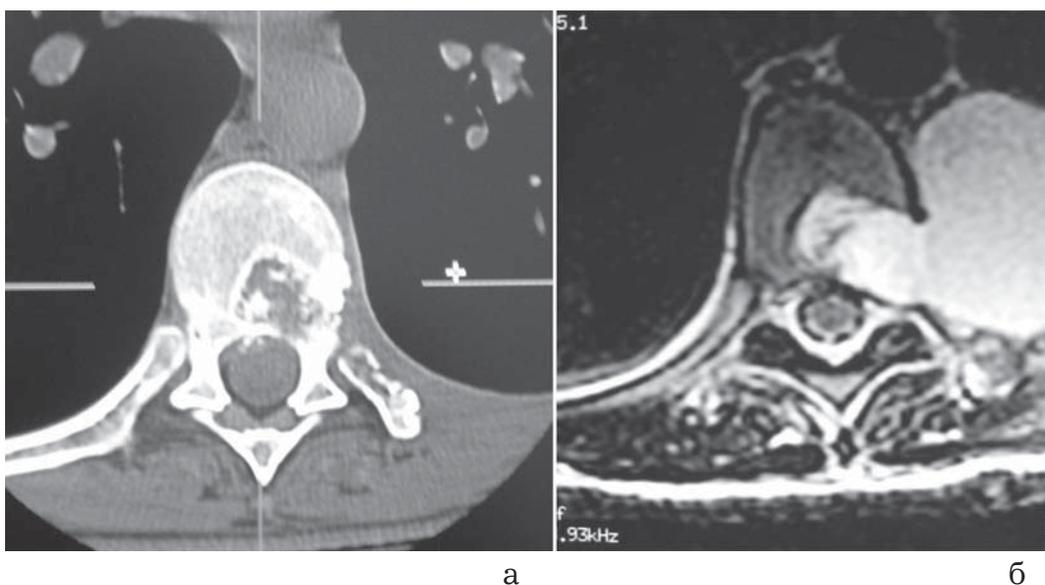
Аксиальная спиральная РКТ (а) и МРТ (б) грудного отдела позвоночника после операции: визуализируется зона резекции позвонков в ходе микродискэктомии на уровне Т8-9 и Т9-10.
